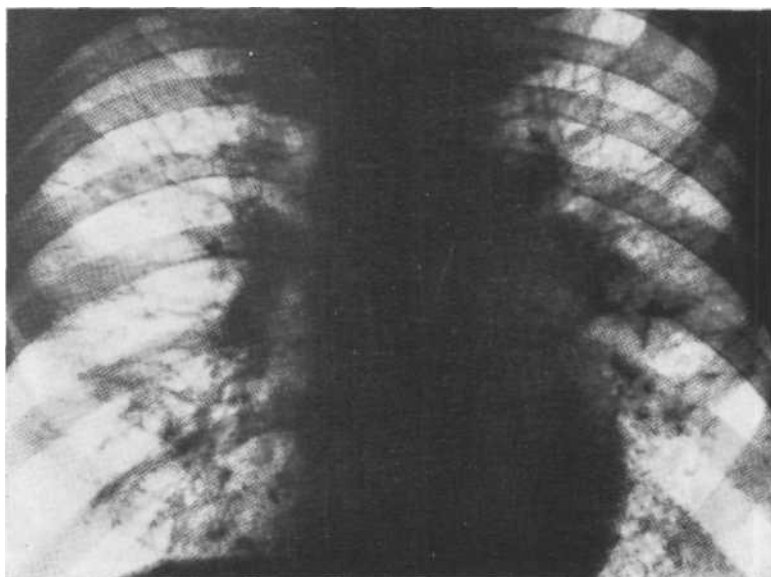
Обзорная рентгенограмма. Раковый лимфангит. Двустороннее усиление рисунка в прикорневых зонах, умеренное расширение тени корней. Контуры их нечеткие. Вскрытие.
